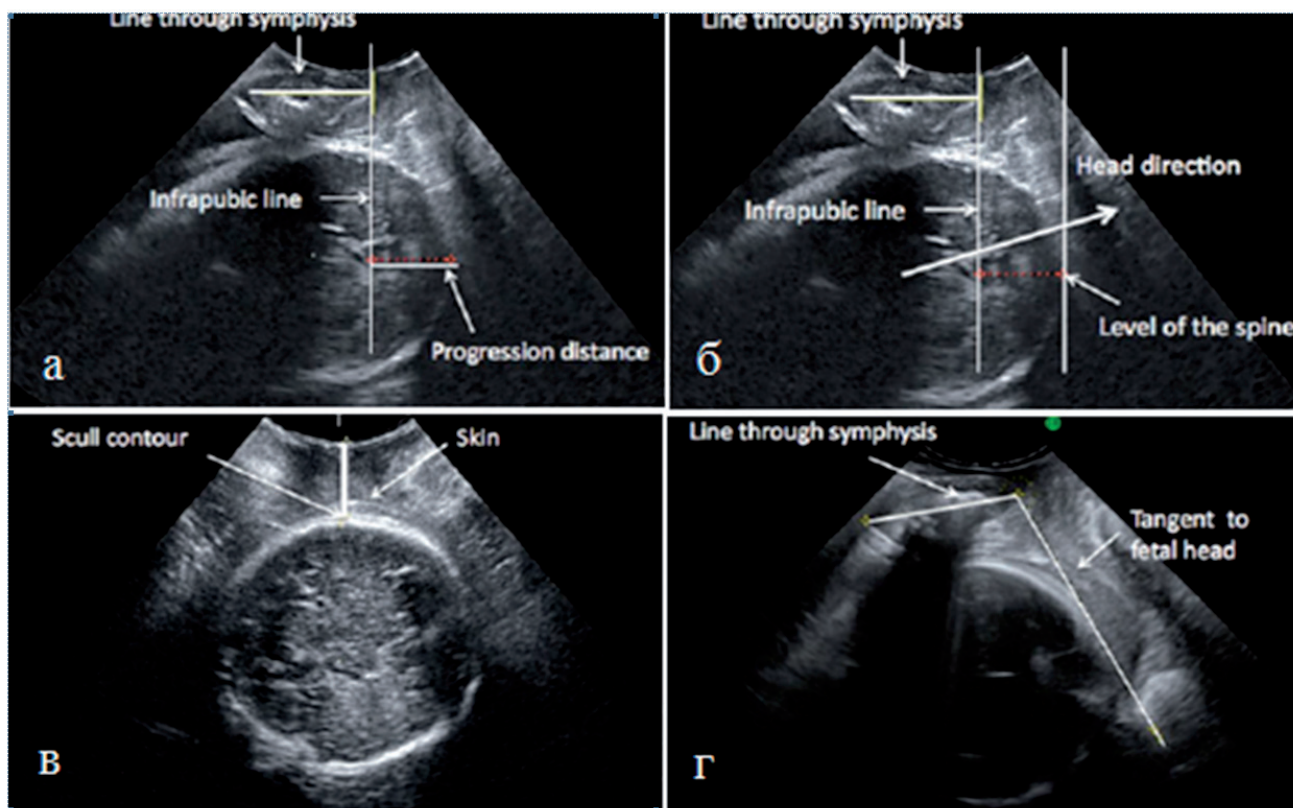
Интрапартальная транслабиальная ультразвуковая диагностика. Основные параметры оценки прогресса продвижения головки плода в родах: а – дистанция прогрессии (progression distance), б – направление головки (head direction), в – дистанция между промежностью и головкой (head – perineum distance), г – угол прогрессии (angle of progression) A. Malvasi (ed.), Intrapartum ultrasonography for labor management, 2012
